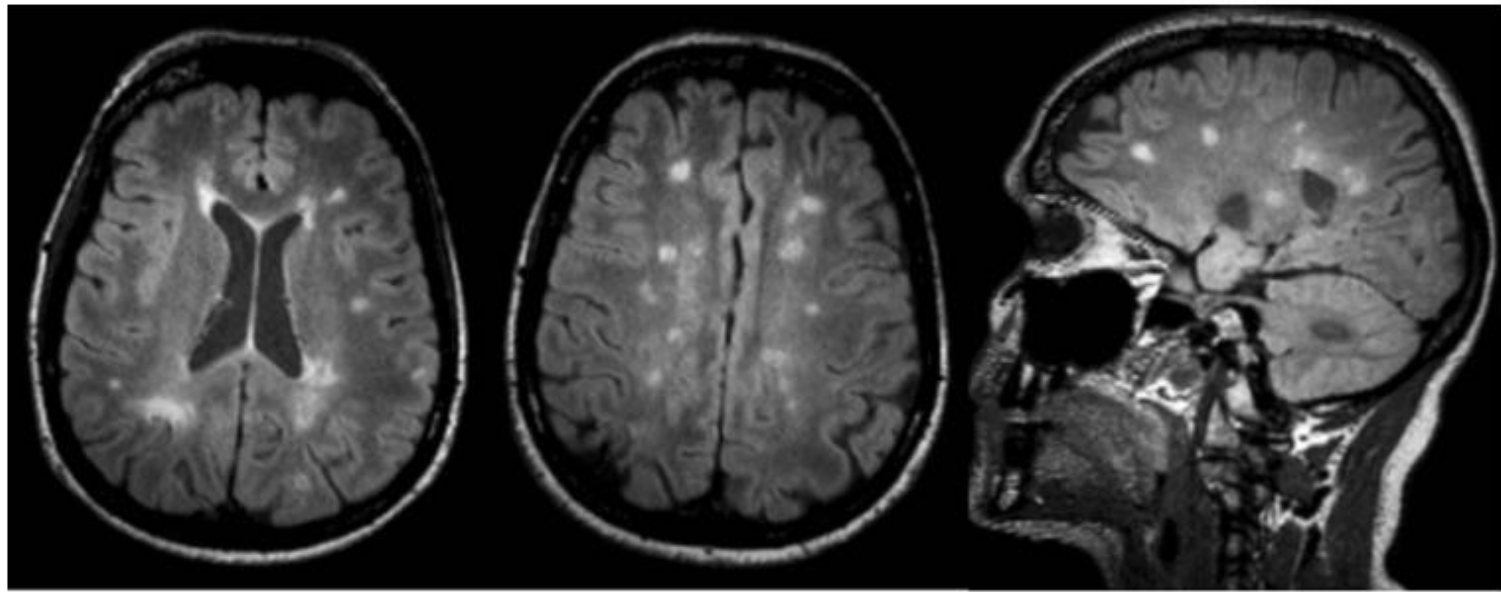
Axial and sagittal T2-FLAIR images of a 51-year-old woman with MS demonstrate typical multiple ovoid hyperintense lesions in the periventricular and juxtacortical white matter
